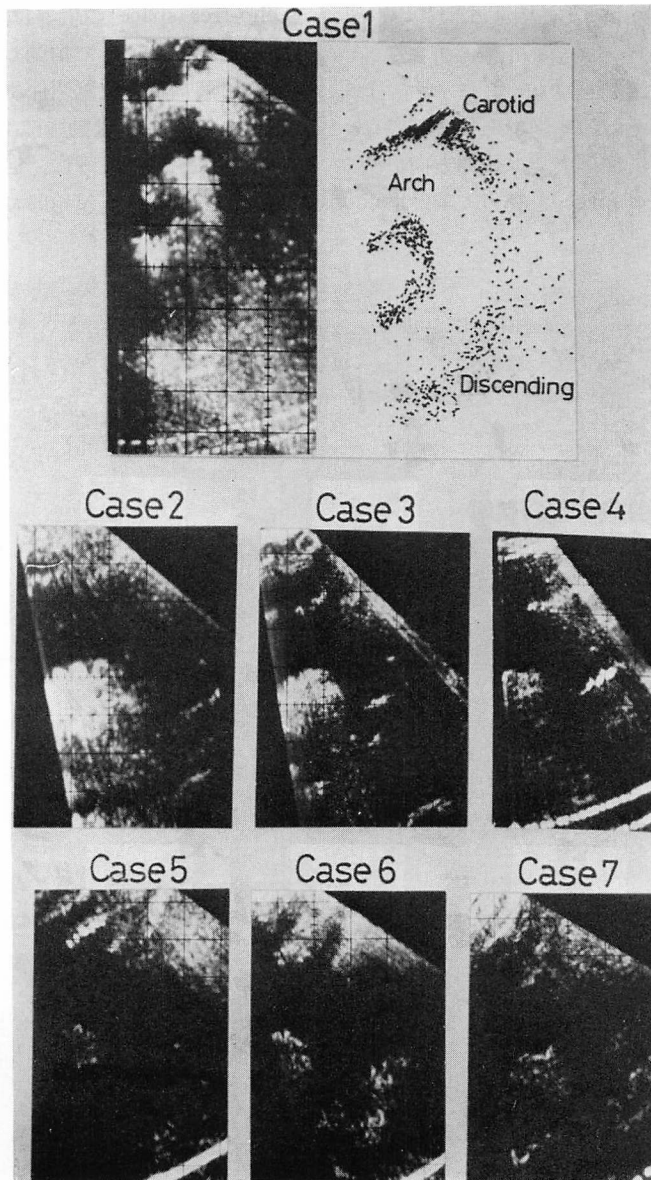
Cross-sectional echocardiograms of normal subjects.
